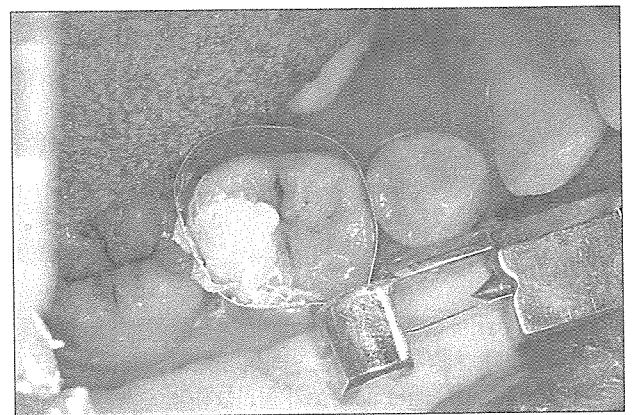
matrix band를 장착하고 IRM으로 temporary filling. (IRM-zinc acetate paste)
